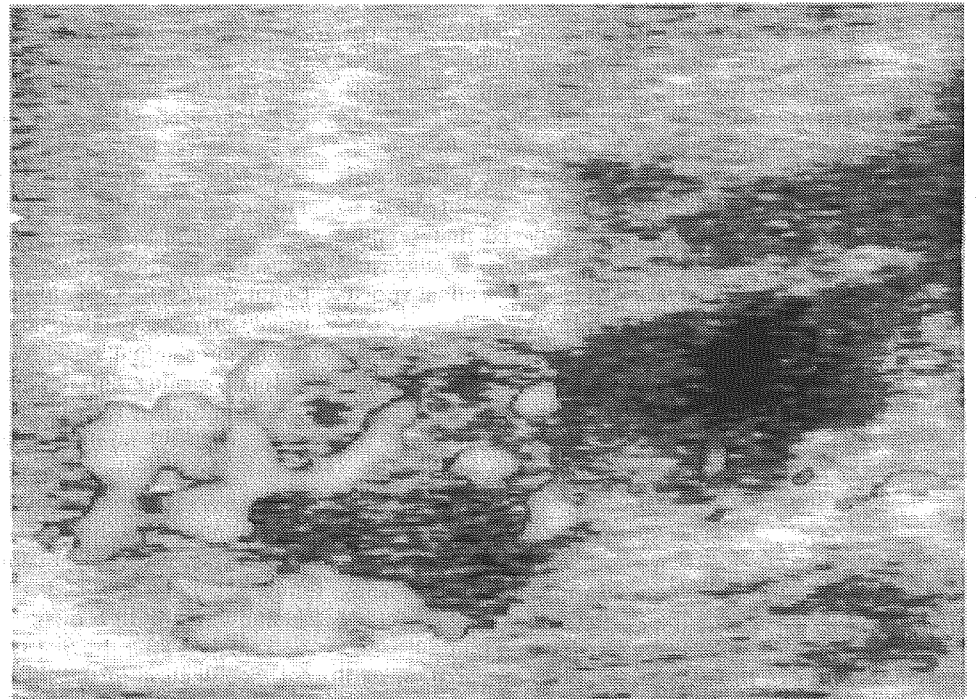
Longitudinal right seminal vesicle image by color-Doppler transrectal ultrasonography. High blood flow was confirmed around the cystic lesions of the seminal vesicles
